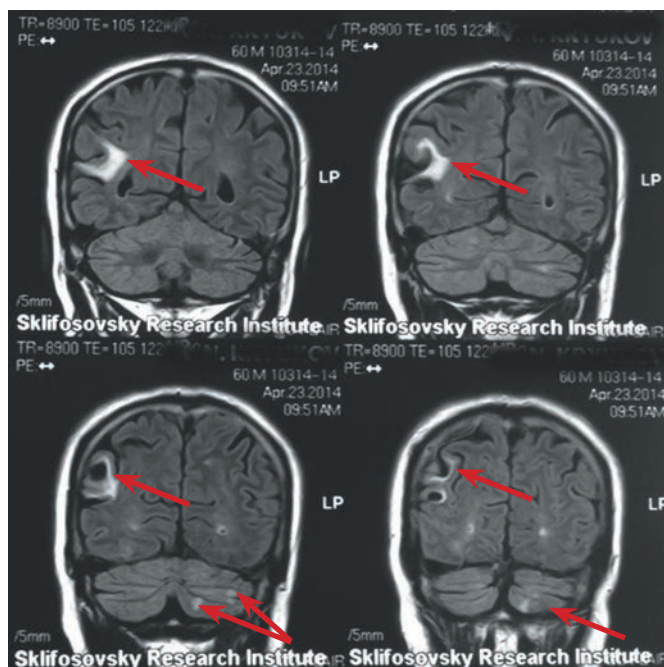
МРТ головного мозга больного Н. Очаги ишемического повреждения в правой теменной доле и левом полушарии мозжечка, указаны стрелками.
